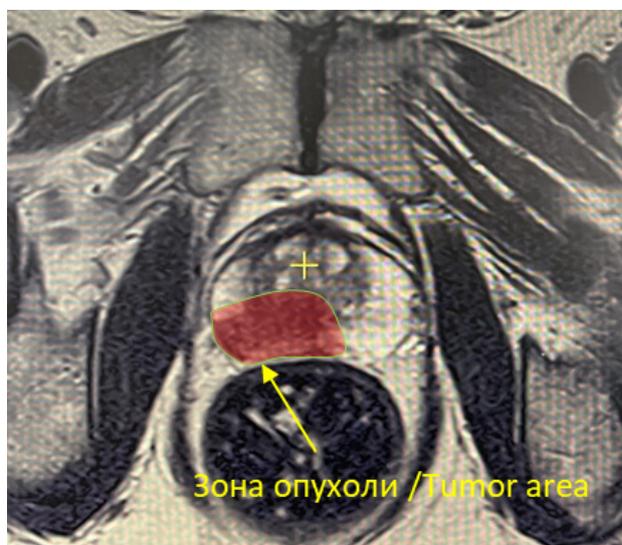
МРТ малого таза. Предстательная железа прилегает к передней стенке прямой кишки. Доминантный очаг опухоли локализуется в правой доле с распространением на левую долю
